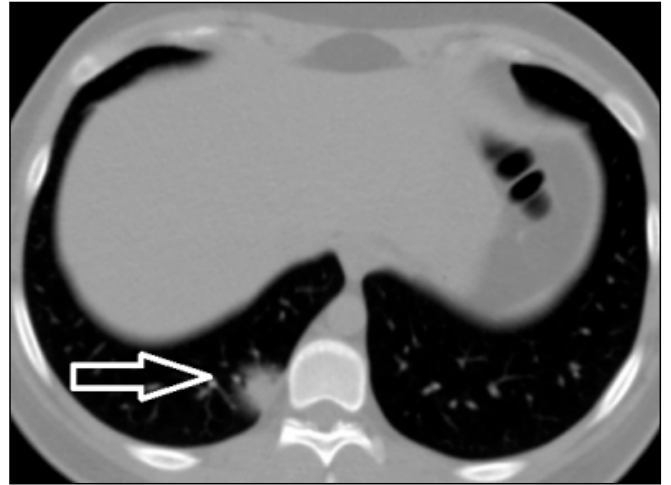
17 years old female patient on the first day of symptom onset. A single, subpleural located, round consolidation in right lower lobe posterobasal segment with halo sign (arrow). Lesion was not visible on chest radiography because of the small size and liver superposition.
